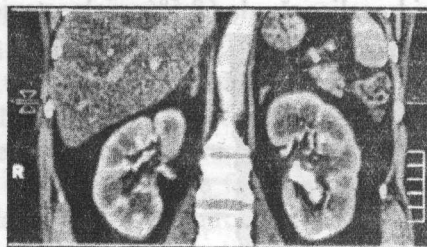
CT abdominală: urolitiază multiplă bilaterală, calculi renali multipli bilaterali, calculi ureterali bilaterali. a – CT renală nativă; b – CT combinată cu faza urografică; c – CT reconstruire tridimensională.
